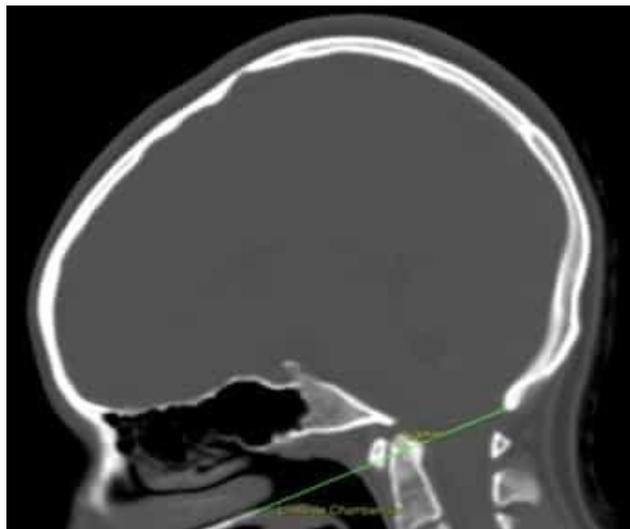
Tomografía de cráneo simple, corte sagital. Se evidencia Impresión Basilar. Fuente: ICSEB.
